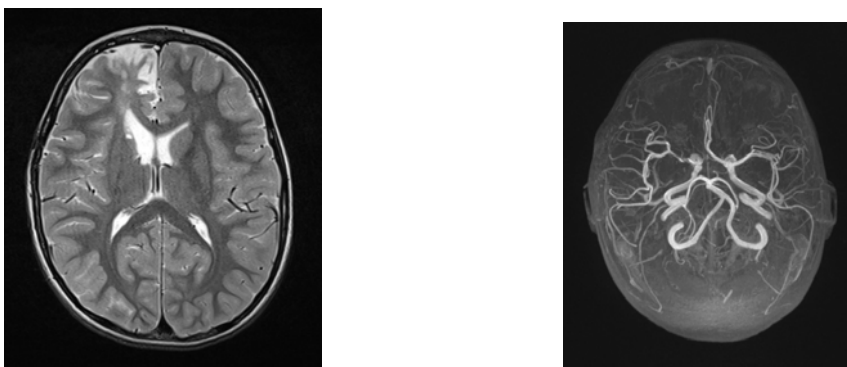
Больной Л., 4 года, ИБ 4879/490 – 2016 г. Стеноз правой СМА, правой ПМА. Состояние после ОНМК по ишемическому типу от 19.10.15 г., повторных ТИА. Сопутствующий: Гематогенная тромбофилия. Гипергомоцистеинемия. МРТ T2 режим: глиозные изменения перивентрикулярно, в правой лобной доле, расширение переднего рога правого бокового желудочка. МР ангиограмма: стеноз правых СМА и ПМА. Синдром моя-моя исключен после проведения церебральной ангиографии.
